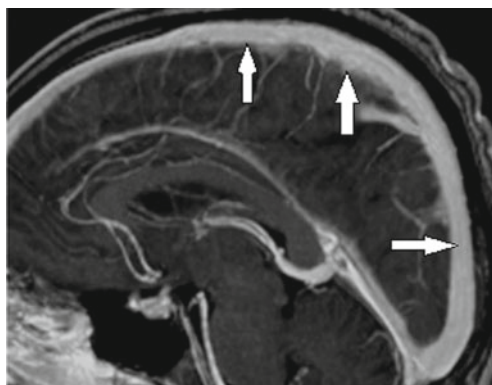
Coupe sagittale d'une angio-IRM montrant une partie du système veineux intracrânien.
